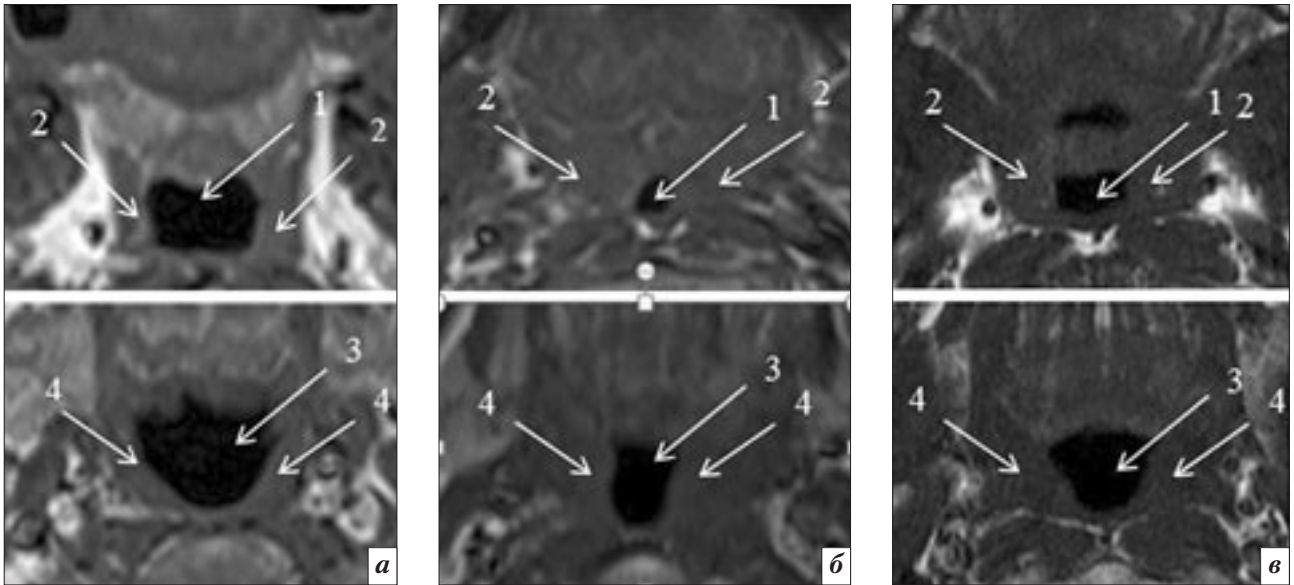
Магнитно-резонансная томография. Аксиальные T1-взвешенные изображения поперечного сечения верхних дыхательных путей на уровне ретрофарингеальной (вверху) и ретроглоттальной (внизу) областей у пациентов 1-й (а), 2-й (б) и 3-й (в) групп: 1, 3 – минимальное поперечное сечение верхних дыхательных путей на уровне РФО и РГО; 2, 4 – наибольшие размеры латеральных стенок глотки на уровне РФО и РГО
